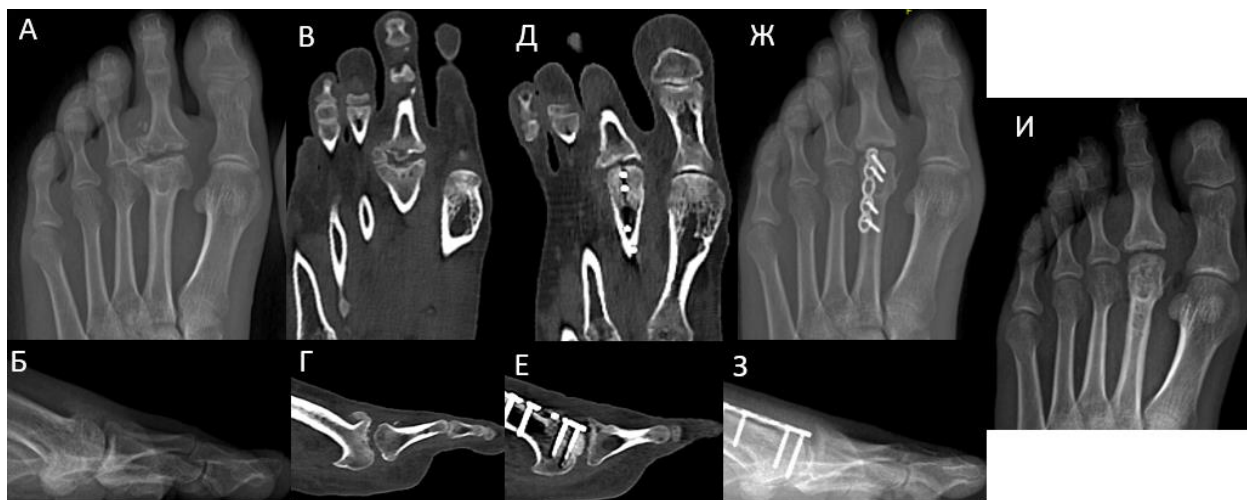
Клинический пример пациента У. 1998г.р. (ИБ № 169385) из группы исследования. Представлены рентгенограммы и МСКТ-срезы стопы пациента, где А – рентгенограмма стопы в прямой проекции до операции, Б – рентгенограмма стопы в боковой проекции до операции, В – аксиальный МСКТ-срез стопы пациента до операции, Г – сагиттальный МСКТ срез стопы пациента до операции, Д – аксиальный МСКТ-срез стопы пациента через 12 месяцев после операции, Е – сагиттальный МСКТ-срез стопы пациента через 12 месяцев после операции, Ж – рентгенограмма стопы пациента в прямой проекции через 12 месяцев после операции, З – рентгенограмма стопы пациента в боковой проекции через 12 месяцев после операции, И – рентгенограмма стопы пациента в прямой проекции после удаления металлоконструкций
